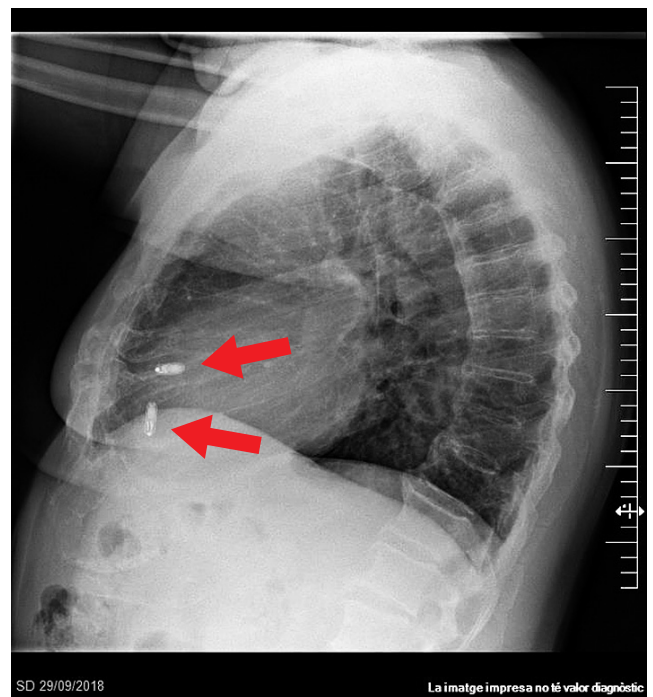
Radiografía lateral posterior al segundo implante.
